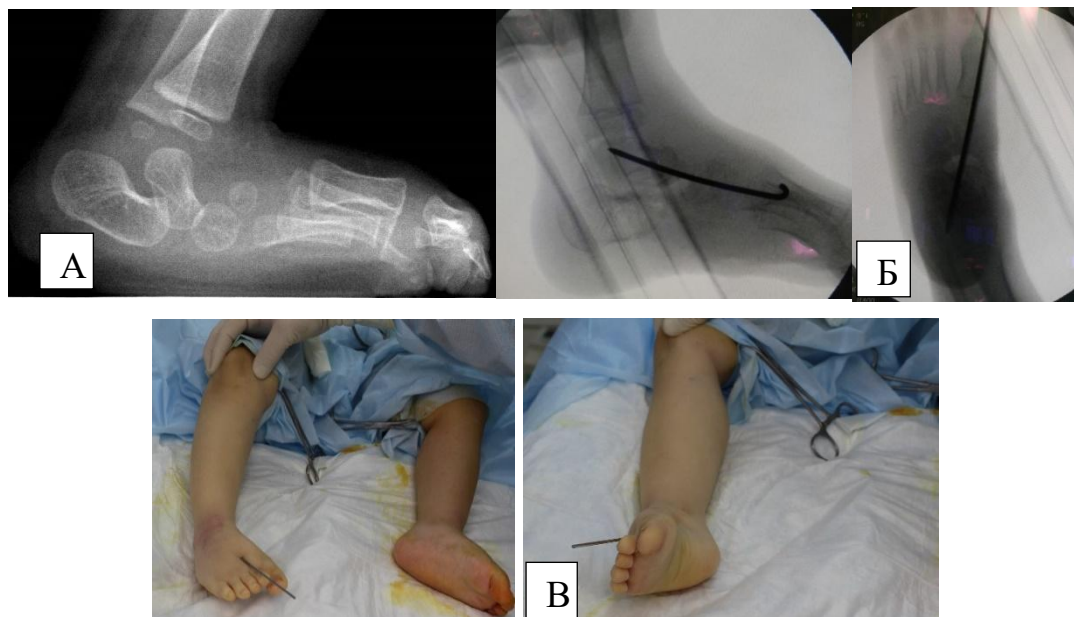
Мальчик, 3 года. А – рентгенография стопы до лечения. Б – РЭОП-контроль интраоперационно. Вправление в таранно-ладьевидном суставе с фиксацией спицей Киршнера. В – внешний вид стопы
